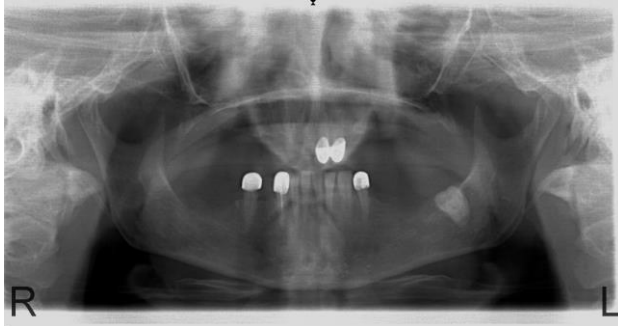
1 no.lu olgunun annesinin panoramik radyografisi
